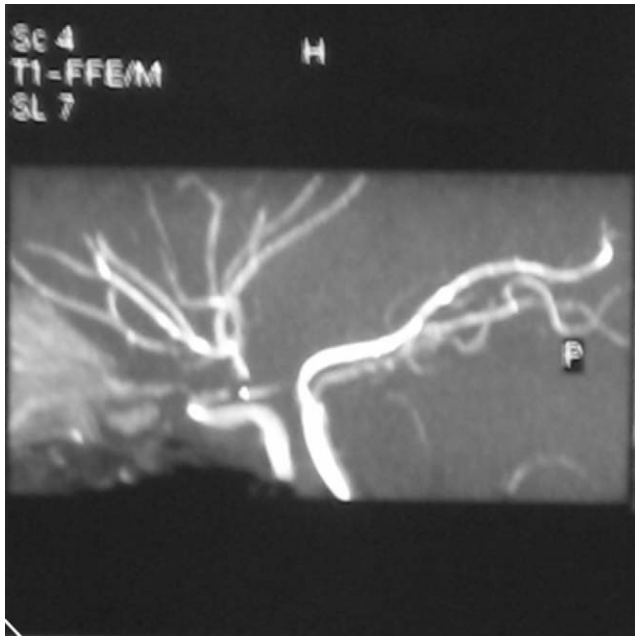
Angiorresonancia de troncos supraaórticos y vasos intracraneales: infarto agudo en el territorio de la arteria cerebral media izquierda que afecta al cuerpo estriado y a la región corticosubcortical frontoparietal, con pequeñas áreas de transformación hemorrágica y pequeños infartos en el tálamo anterior izquierdo y el pedúnculo cerebral izquierdo. Disminución difusa del calibre de la arteria carótida interna izquierda con estenosis grave del segmento supraclinoideo de C6-C7, secundaria a disección arterial.
